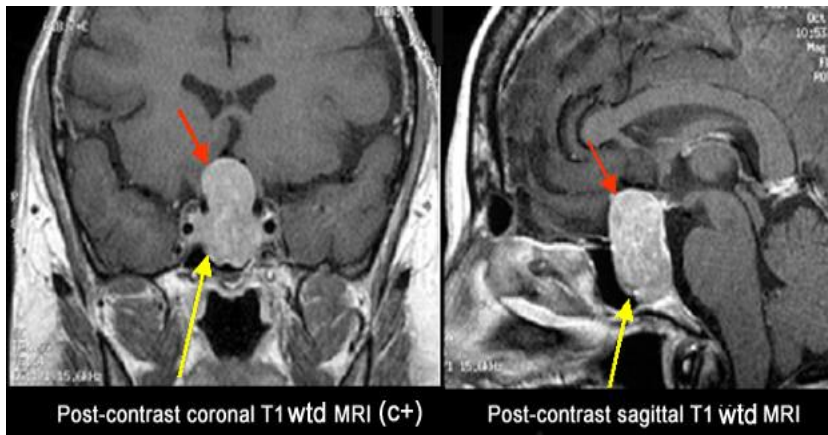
8 MRI, adenoma e hipofizës
